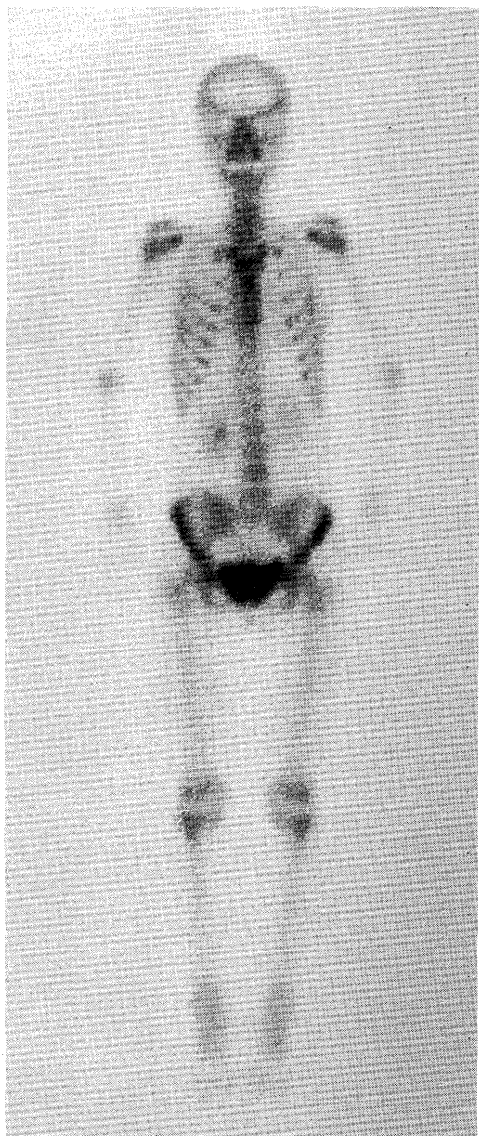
Anterior whole body bone scintigram of the same patient after successful treatment with predonisolone showed no abnormal muscle activity.
